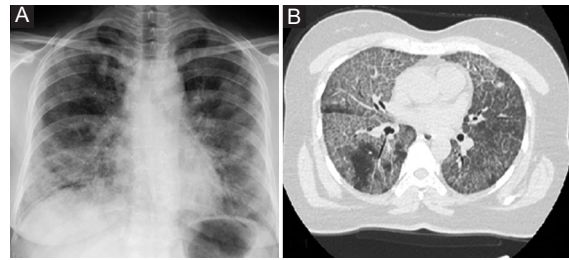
A: Chest X-ray shows infiltrations in both basal zones. B: Chest computed tomography shows widespread ground-glass areas in the lungs on horizontal plane.
